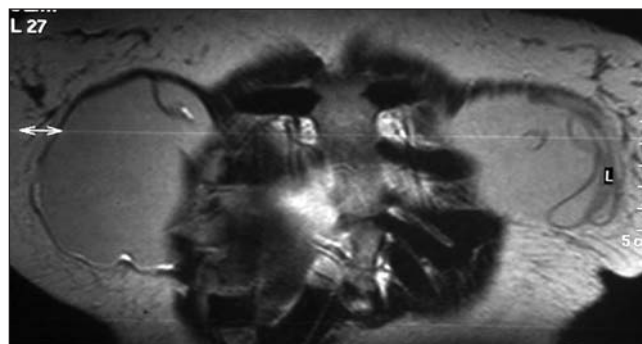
Imagen coronal de RM potenciada en T2. Se aprecia integridad capsular en la mama derecha con rotura contenida de la prótesis mamaria izquierda.
